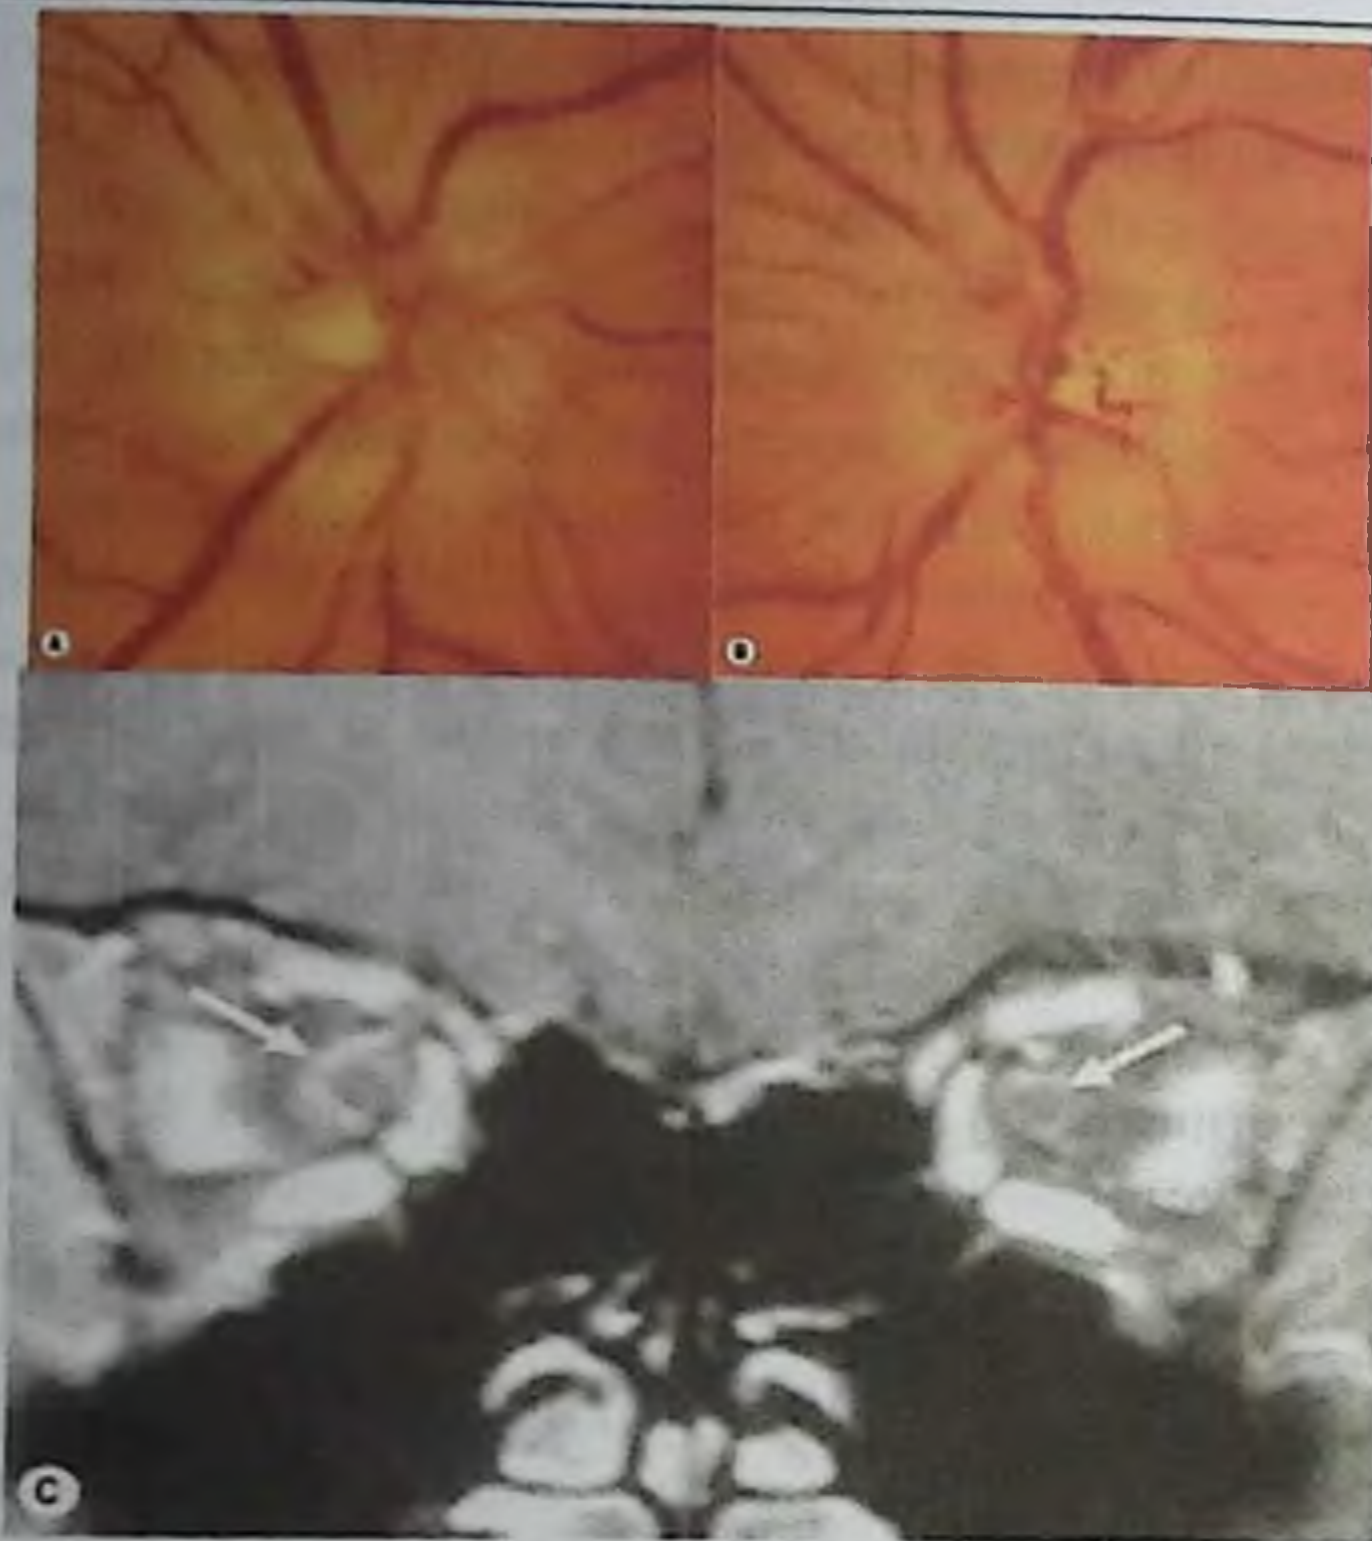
На данном рисунке представлены: А) и В) оптический периневрит с двусторонней отечностью зрительного нерва, С) Усиление сигнала от оболочек зрительного нерва представлено на коронарном срезе в режиме T1 МРТ с контрастом гадолинием
